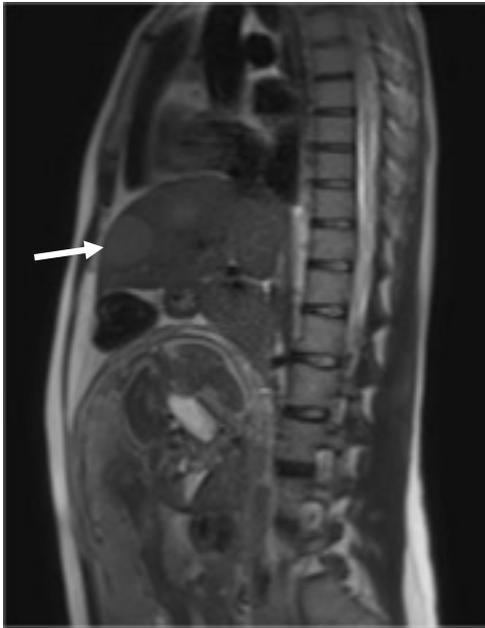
Resonancia magnética nuclear de alta resolución, corte sagital T2. Múltiples lesiones hepáticas hiperintensas (flecha), atribuibles a secundarismo de su patología de base.
